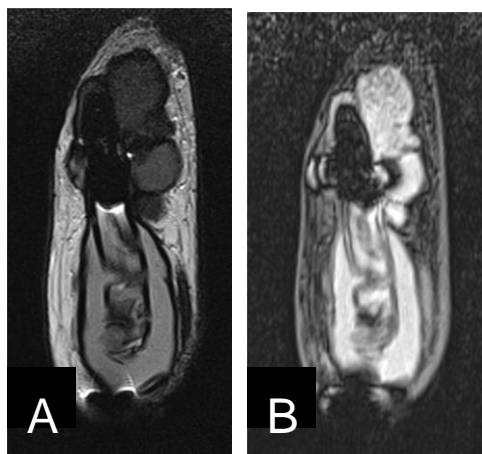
A) RM pene T2 coronal, B) RM pene T1 con saturación grasa coronal, donde se visualiza la intensidad de la colección del extremo distal interpretada como componente hemático (flecha).
